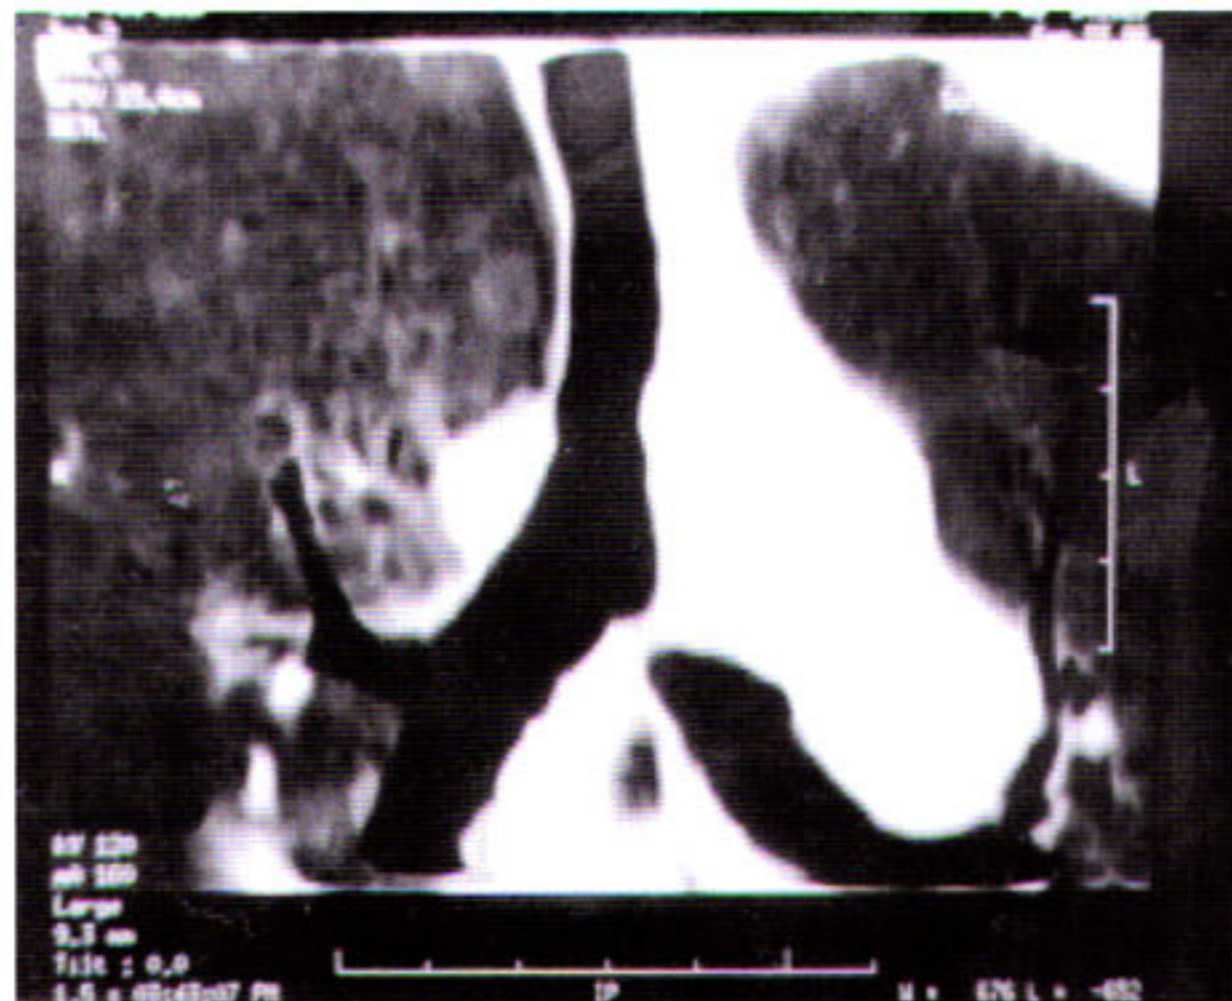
Tomografia computadorizada mostra estenose total do brônquio principal esquerdo na sua emergência e aspecto normal na sua continuidade.
